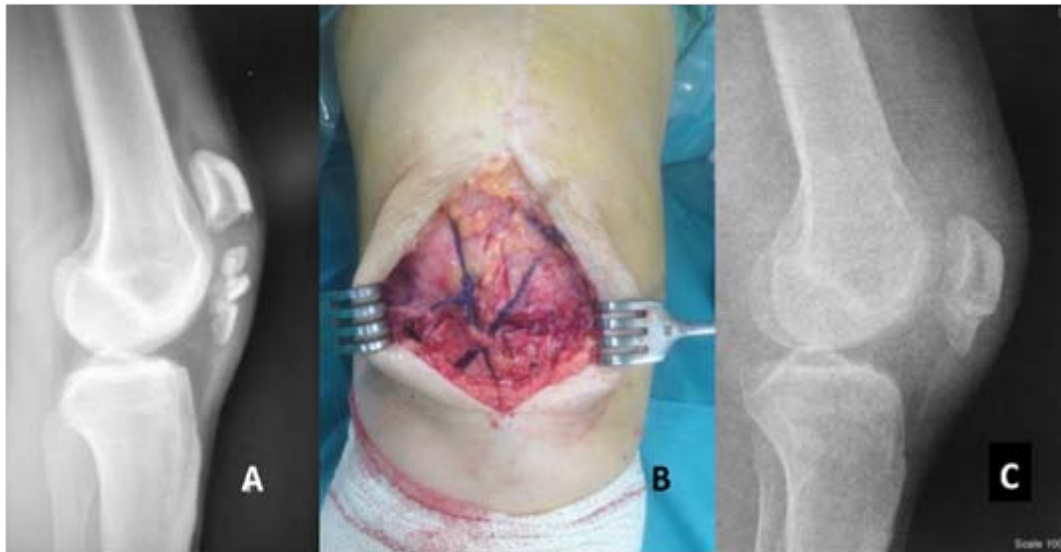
A : radiographie du genou profil objectivant une fracture comminutive de la patella. B : Image peropératoire montrant le cerclage en huit avec une suture à haute résistance. C : Radiographie postopératoire à 6 mois après la chirurgie.
